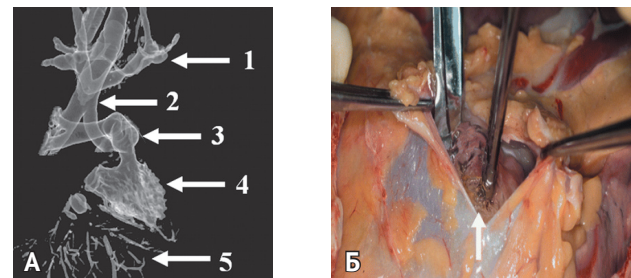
Воздушная эмболия легочной артерии в результате резаной раны шеи: А — мультиспиральная компьютерная томография сердца и крупных сосудов. Трехмерная реконструкция (объемное изображение) показывает заполненные воздухом правый желудочек и легочную артерию. МСКТ-волюметрия рассчитала общий объем газа, равный 60 мл. Б — тот же случай. Вскрытие трупа. Выполнение пробы на воздушную эмболию. Стрелкой указаны пузырьки воздуха. При такой методике высказаться о распространенности воздушного эмбола и его объеме не представляется возможным. 1 — вены шеи; 2 — трахея; 3 — ствол легочной артерии; 4 — правый желудочек; 5 — печеночные вены
